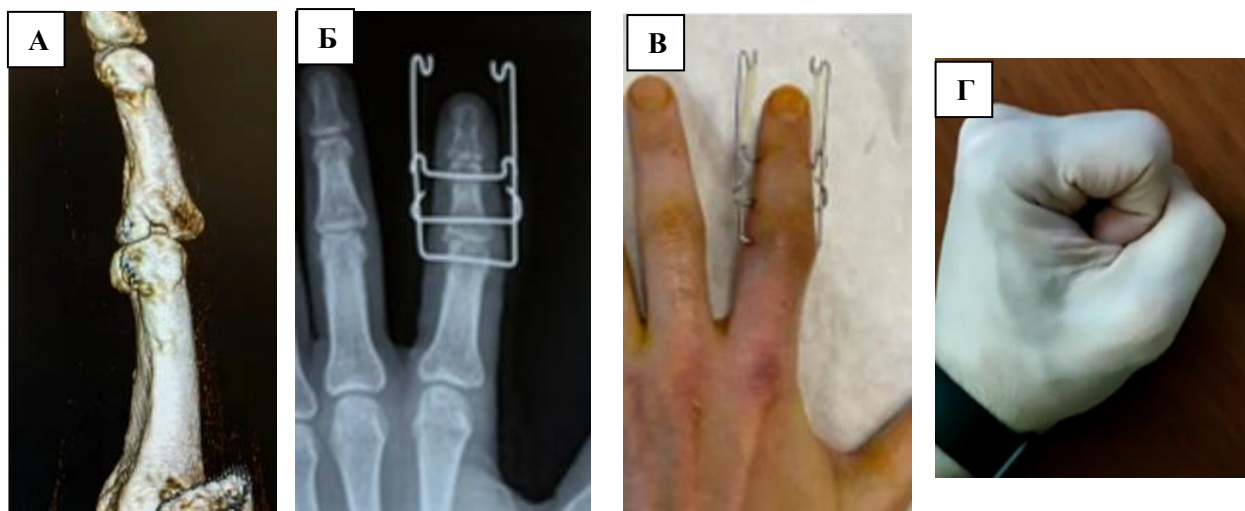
Внутрисуставной перелома-вывих ладонного края основания средней фаланги II пальца левой кисти: А – компьютерная томография перед операцией, Б – рентгенограммы на первые сутки после операции, В – внешний вид на четвертые сутки после операции, Г – внешний вид и функция пальцев кисти через 12 месяцев с момента операции
